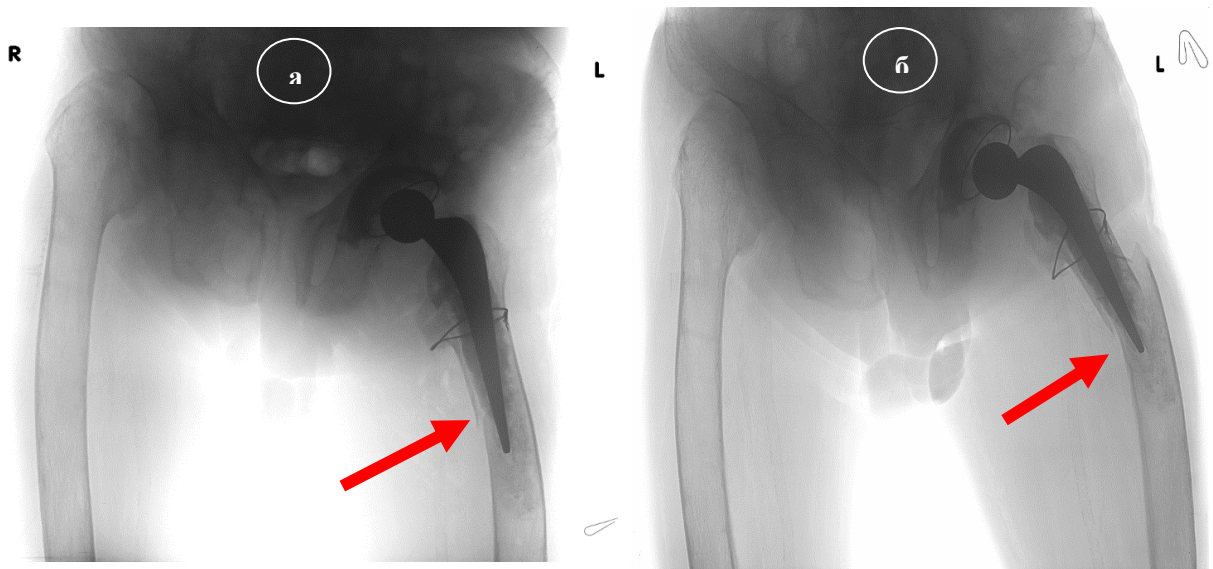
Послеоперационные рентгенограммы: а – 1-е сутки после операции, отсутствие смещения отломков; б – 7-е сутки после операции (стрелками отмечен перипротезный перелом, б – вторичное смещение отломков, нестабильность бедренного компонента эндопротеза)
